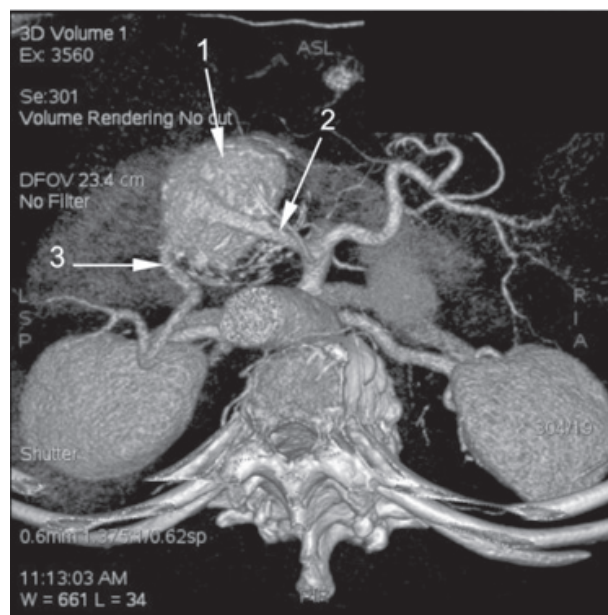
Больной Ю. Спиральная компьютерная томография с контрастным усилением, 2015 год. Размеры аневризмы селезеночной артерии увеличились до 6,3×6,2 см
